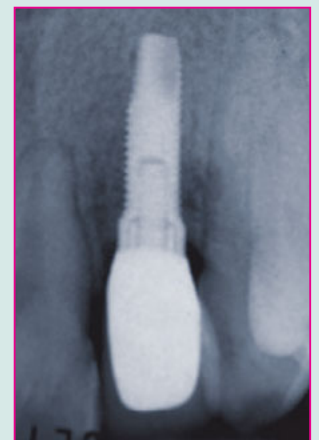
Das abschließende Röntgenbild direkt nach Insertion der Krone.
